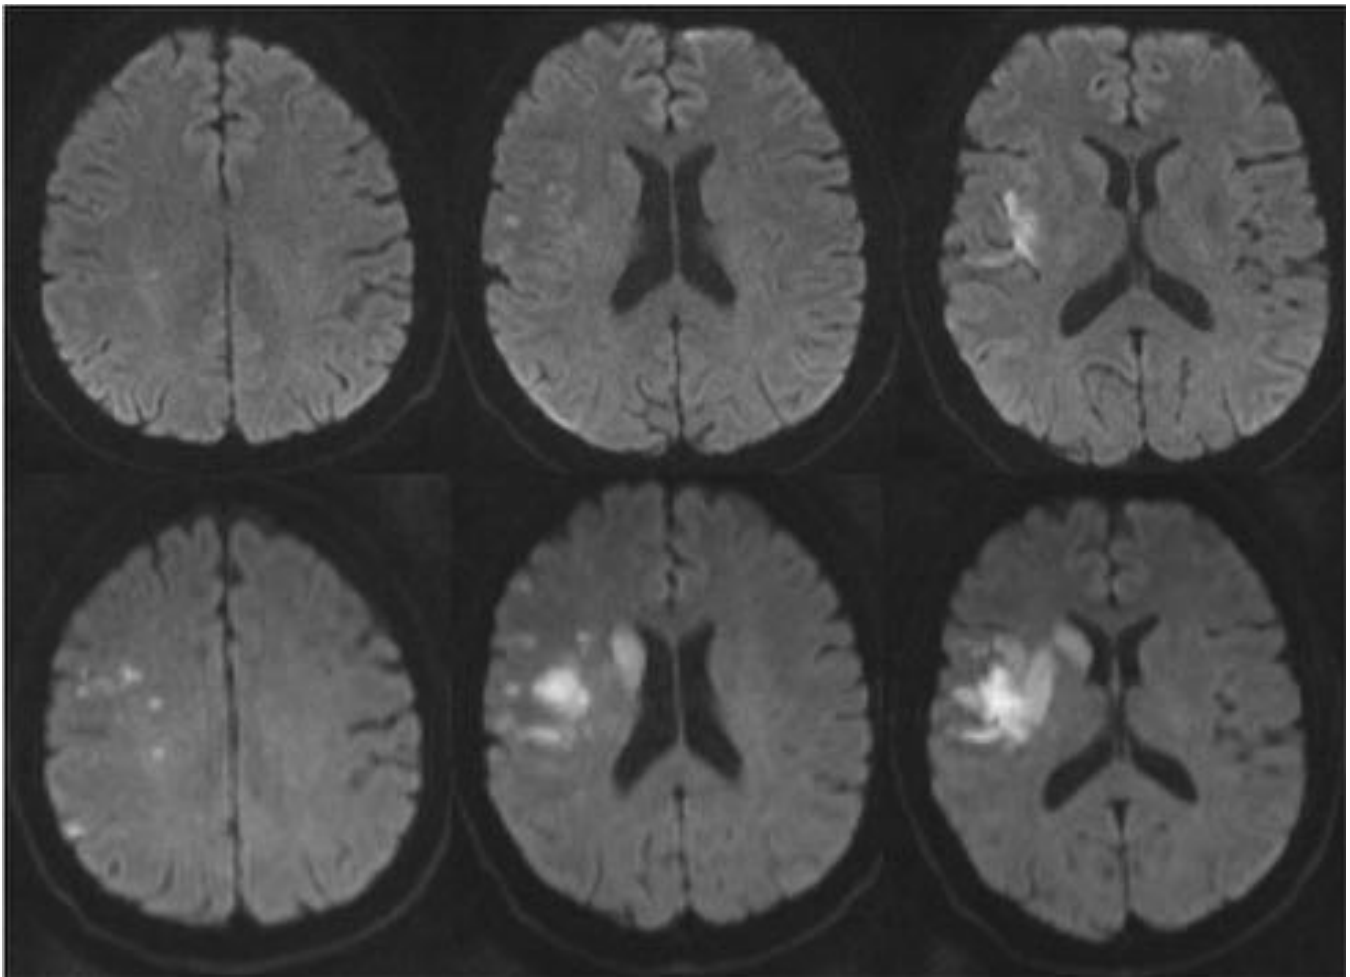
Paciente de 71 años. RM DWI Pre-stenting (fila superior) muestra un infarto agudo en córtex insular y sustancia blanca subcortical del hemisferio cerebral derecho. RM post-stenting (Fila inferior) muestra un infarto territorial parcialmente afectando al territorio superficial y profundo de la ACM derecha.
